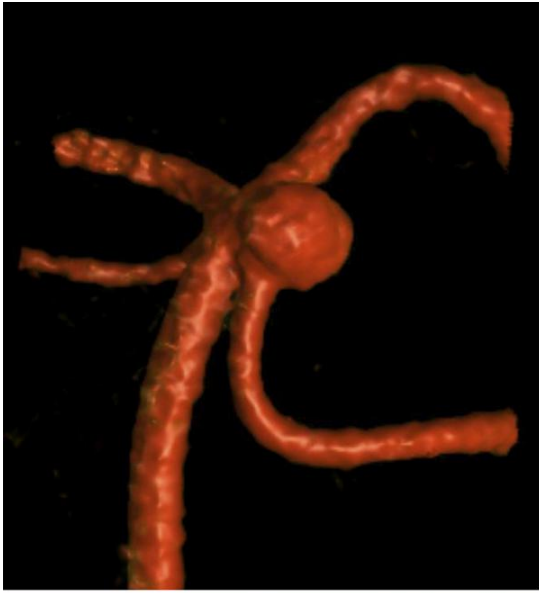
矢状位 CTA 与 3D 动脉造影 (上排) 见一个相对典型的 SCA 动脉瘤。注意动脉瘤颈正好位于后床突下方。预计近端血管控制困难, 并且不可靠。翼点开颅探查动脉瘤; 推移额下脑组织, 在脚间池内发现动脉瘤顶 (第二排, 蓝色箭头标记了 PCA 起始处)。从动脉瘤上轻柔分离穿支, 同时在基底动脉内充盈预留的球囊对动脉瘤轻度减压。然后, 用一个成角弧形夹有效夹闭动脉瘤 (第三排)。
